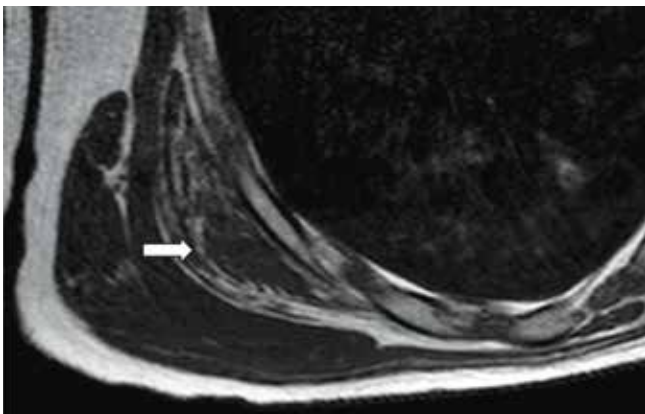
Corte axial de RM ponderada em T1. Observa-se tumor de sinal heterogêneo junto da parede torácica (seta).
